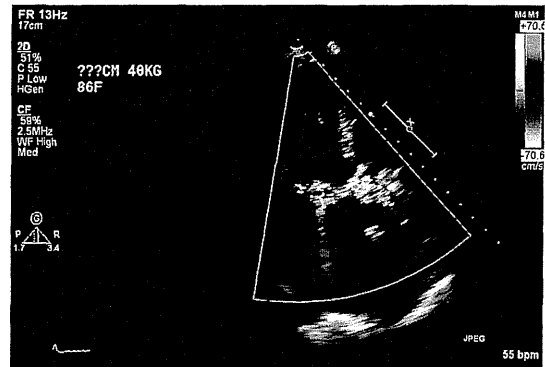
● 心エコーカラードブラ所見（心尖部三腔像）
